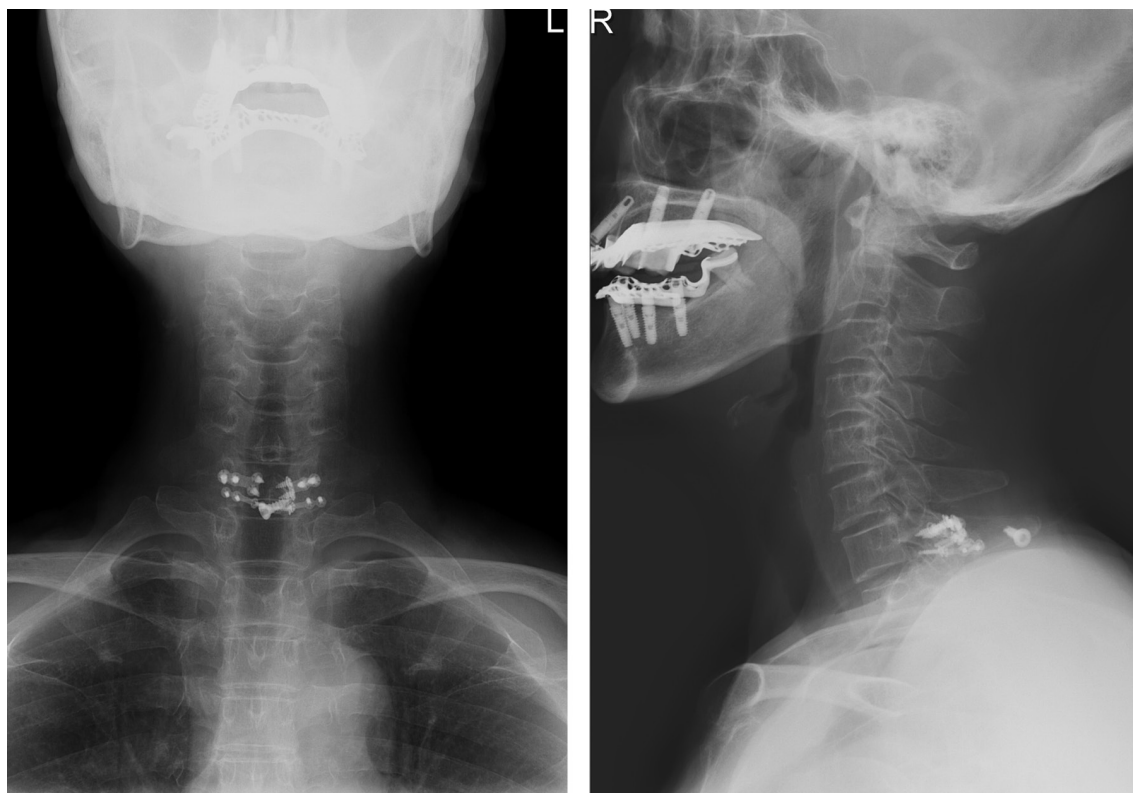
A plain X-ray taken after 2 years after surgery shows good alignment without any metal failure.
